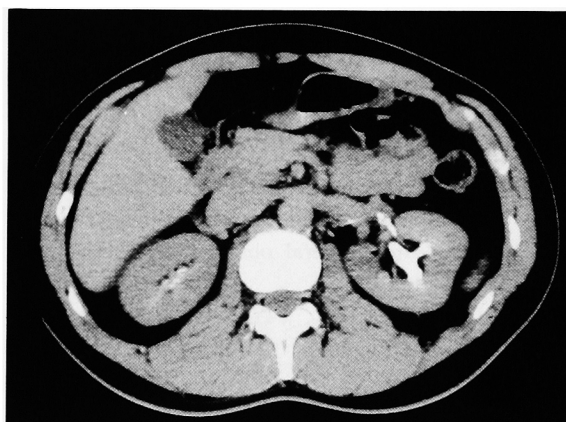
CT shows the leakage of contrast medium around the left peripelvic area (Case 3).
